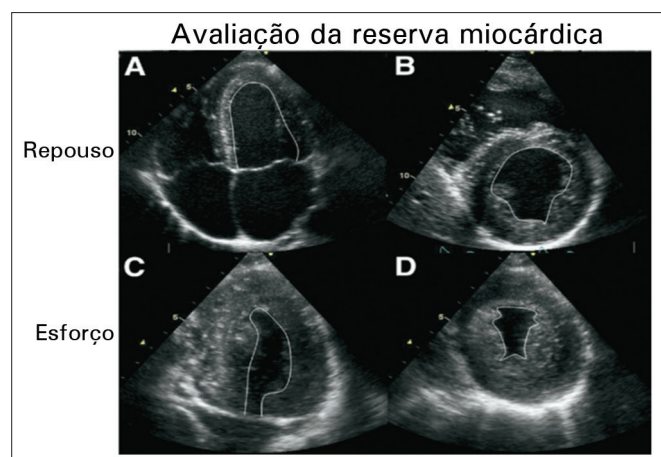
Ecocardiograma de esforço do indivíduo normal em sístole: A-B: Em repouso, corte apical de quatro câmaras e eixo menor do VE; C-D: No pico do esforço, os mesmos cortes do repouso. Observe a redução importante do volume residual sistólico, o que evidencia reserva miocárdica preservada.
